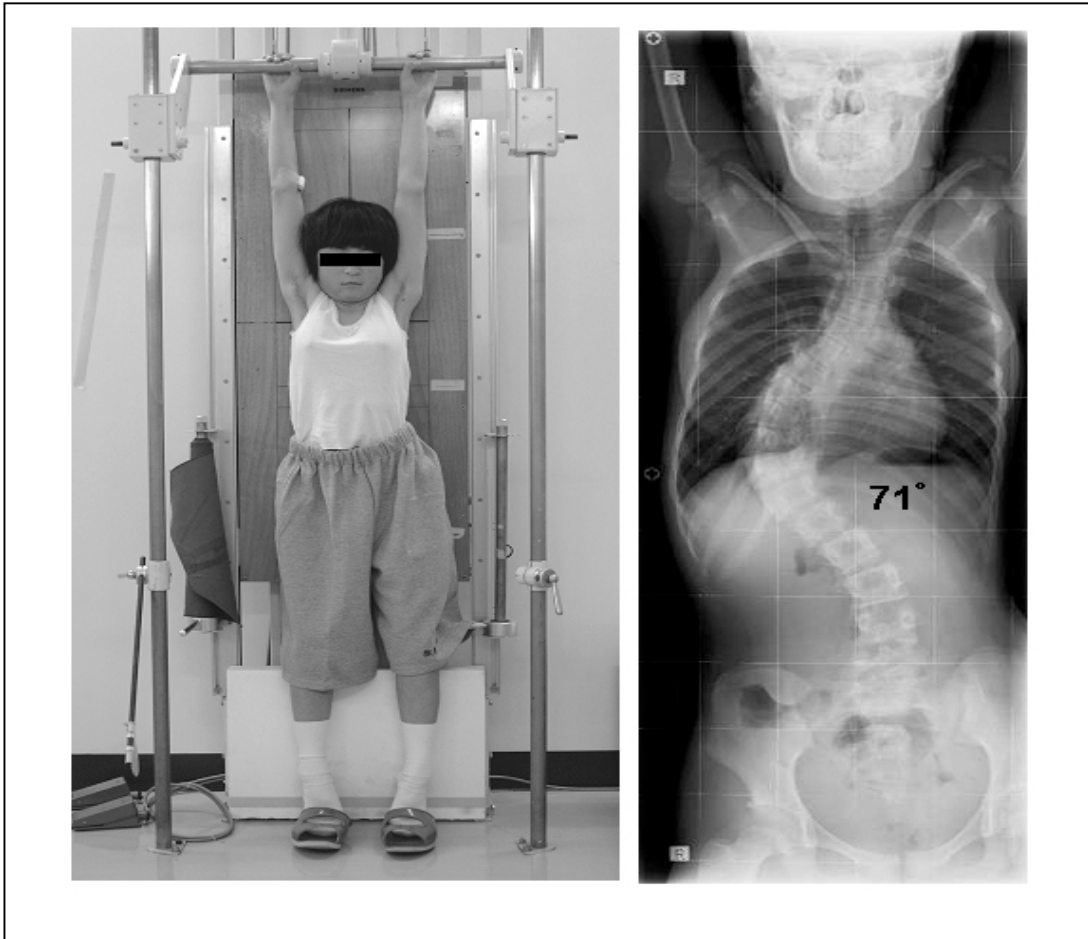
esempio di esame radiografico per lo studio della scoliosi in cui è necessaria una radiografia a un'area ampia del corpo [2]
